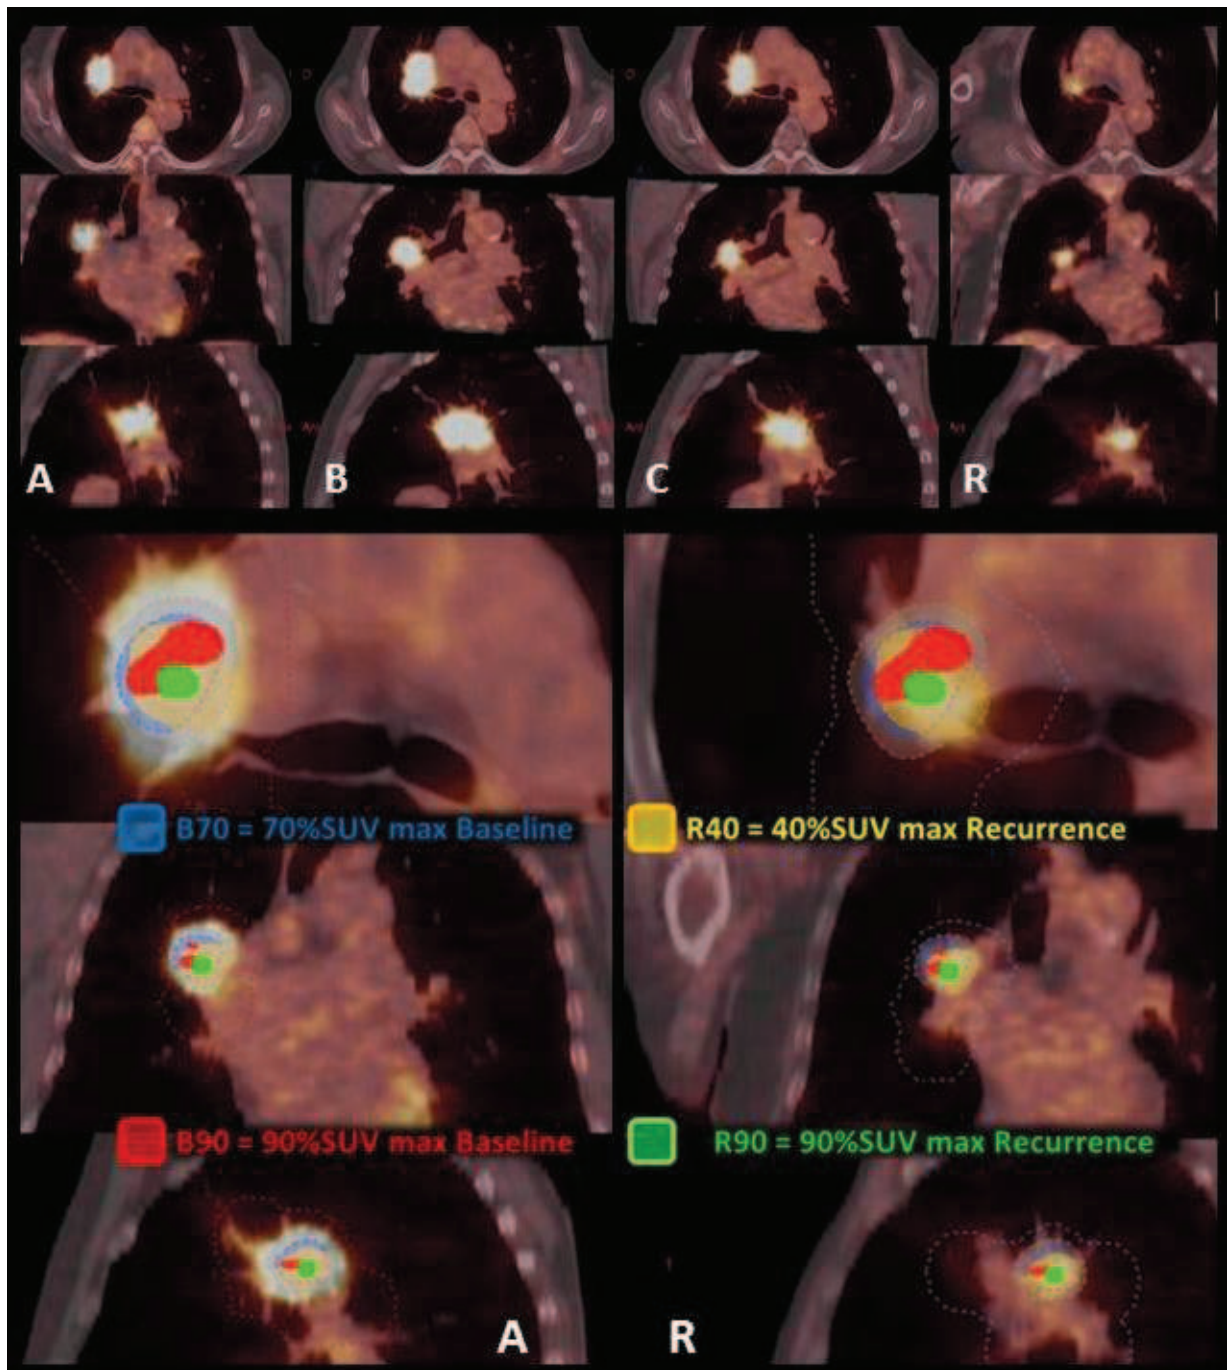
Example of a 74-year-old man with a right superior lobe squamous cell carcinoma (SCC) T3N0M0, with baseline PET/CT (A), pre-radiotherapy PET/CT (B), pre-radiotherapy PET/CT (C) and relapse PET/CT (R). After the report, the A_{70} sub-volume had 68% common volume with the metabolic volume of the residual disease R_{40} ($A_{70} \cap R_{40} / A_{70} = 0.68$). The “hotspot” of the residual disease, R_{90} sub-volume, had 100% common volume with the A_{70} sub-volume, indicating that it was completely included in it ($A_{70} \cap R_{90} / R_{90} = 1.00$).
